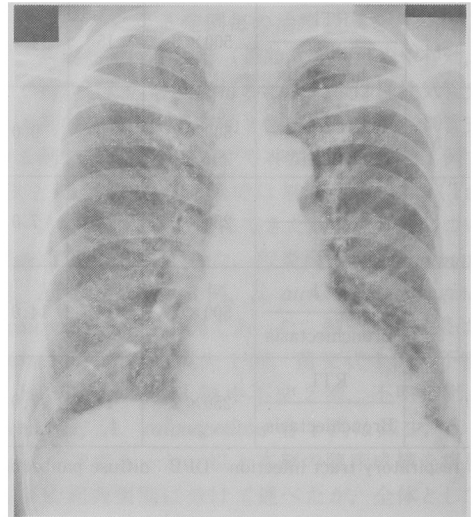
Chest X-ray after treatment in case No.5
